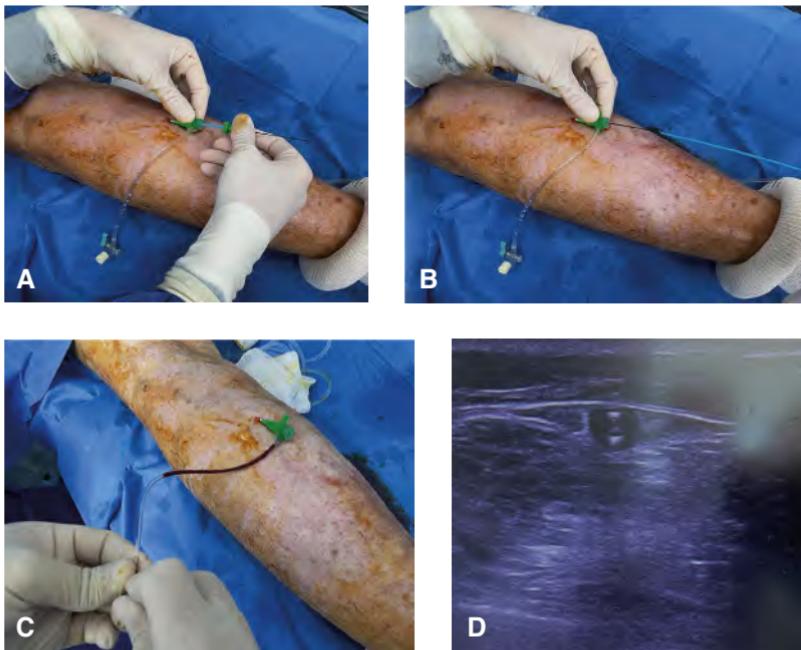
Retrait du guide et du dilatateur (A, B) ; introducteur laissé en place dans la veine petite saphène (vérification avec reflux [C] et vue échographique [D]).
